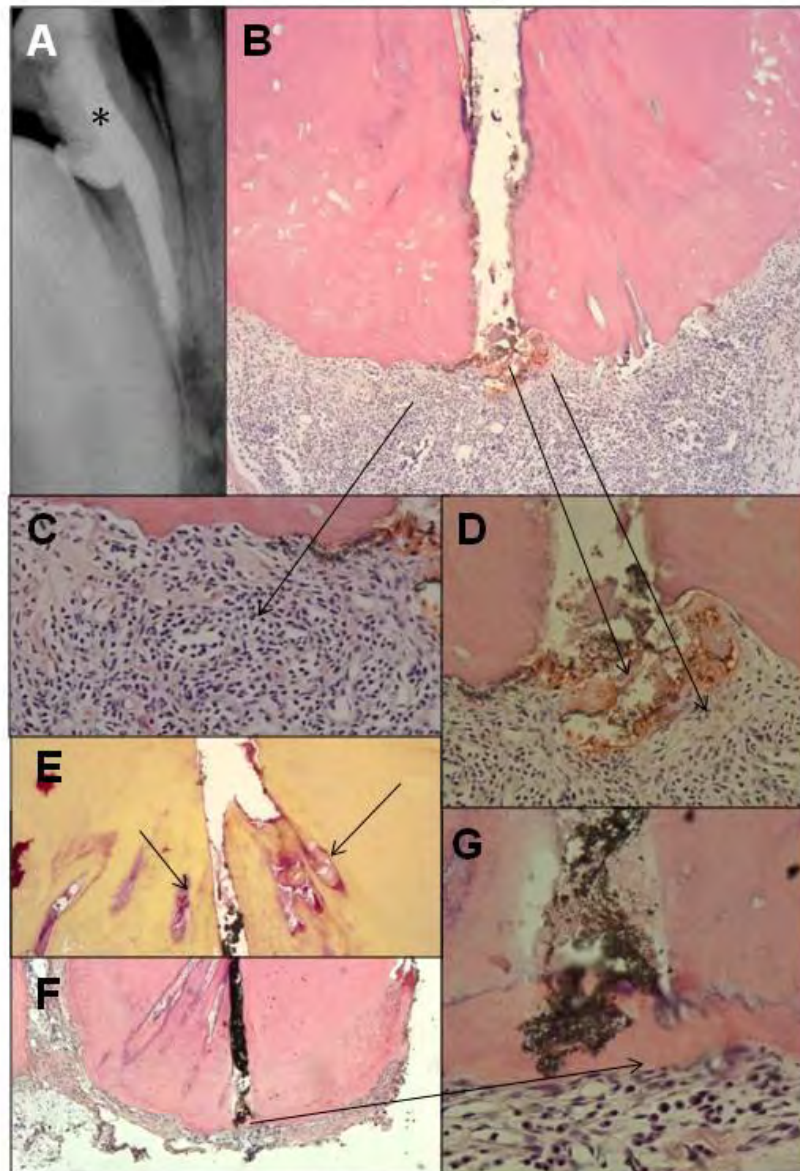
Imagens representativas do grupo tratado com Sealapex®. (A) Radiografia do incisivo lateral inferior direito (*), 180 dias após a obturação [Original - Rx]. (B) Aspecto panorâmico e ausência de selamento completo no canal principal [x100 - H.E.]. (C) Infiltrado inflamatório severo (*sefa*) [x400 - H.E.]. (D) Coto pulpar apresentando infiltrado inflamatório leve e presença de mineralização (*sefas*) [x400 - H.E.]. (E) Bactérias Gram negativas em lacunas de cimento (*sefas*) [x400 - B.B.]. (F) Aspecto panorâmico do incisivo lateral inferior direito [x100 - H.E.]. (G) Cimento neoformado na região do canal principal (*sefa*) [x400 - HE].
